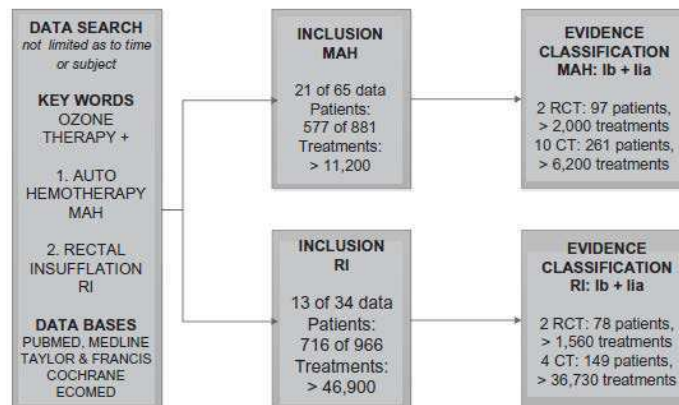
Results of data search and evaluation. MAH: major auto hemotherapy, RI: rectal insufflation RCT: randomized, controlled trial, CT: controlled trial.
